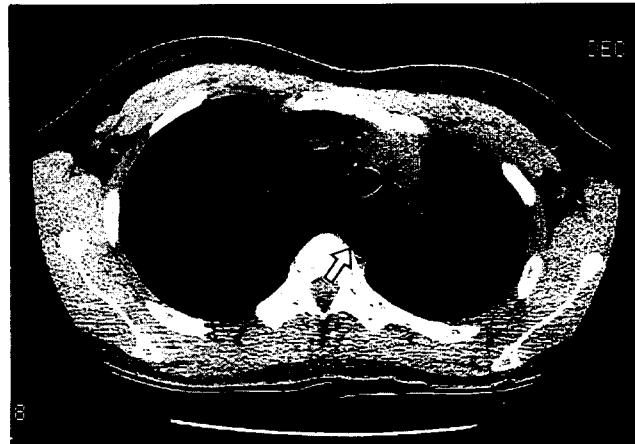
Preoperative chest computed tomography : marked dilatation of the proximal esophagus (arrow)
